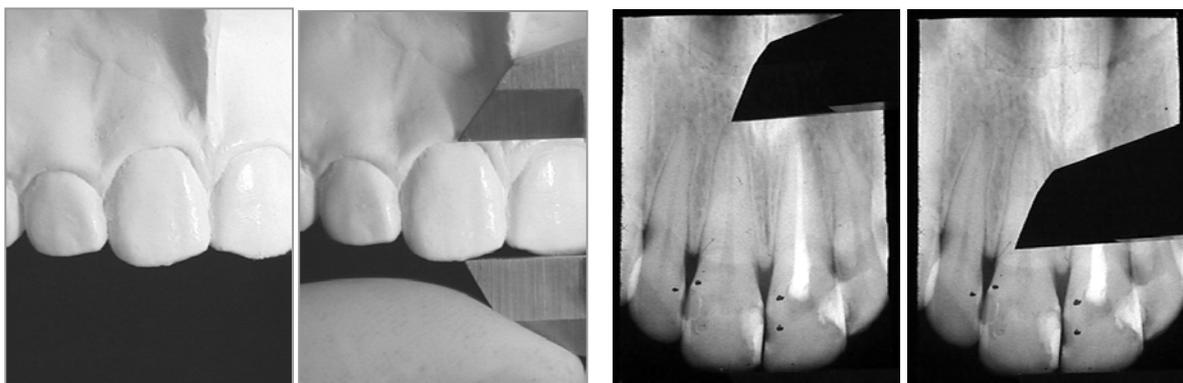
Medição do comprimento total, da altura da coroa na radiografia e medição da coroa no modelo de gesso do dente com vitalidade
